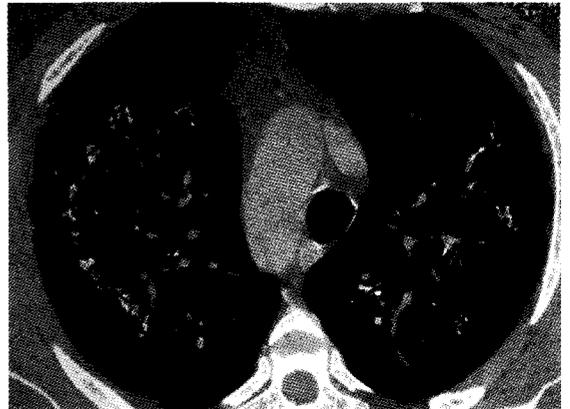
Corte de tomografía de alta resolución a nivel del cayado aórtico con progresión de los infiltrados difusos de tipo intersticial.
